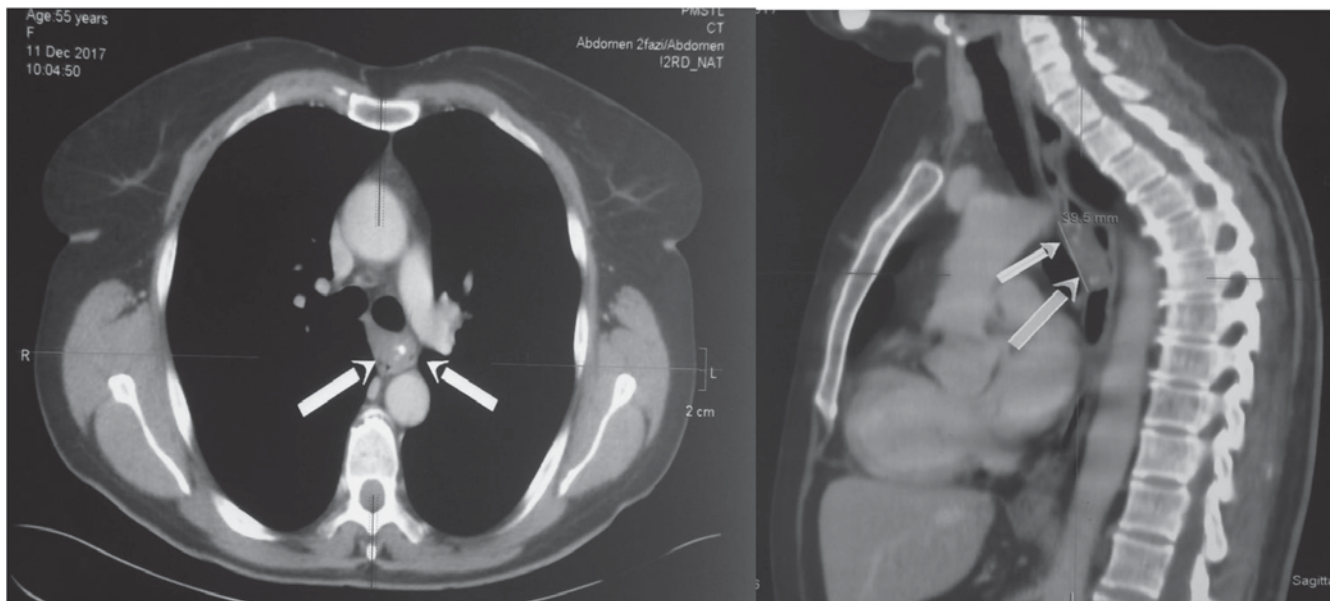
Комп'ютерна томограма ОГК. Стрілочками позначена лейоміома стравоходу
